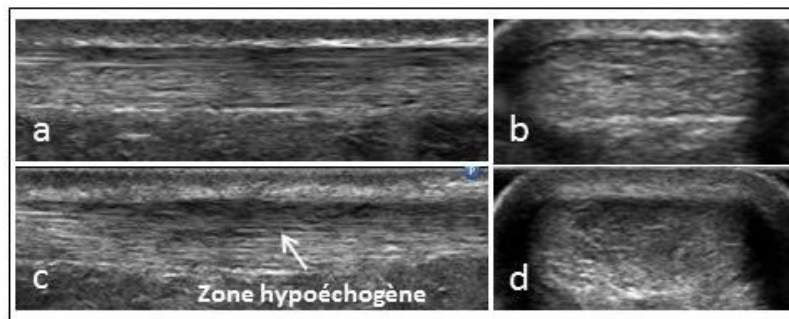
Images ultrasonographiques du TA. (a) Image en vue longitudinale d'un TA sain; (b) image en vue transversale d'un TA sain; (c) image en vue longitudinale d'un TA pathologique, sur laquelle on note un épaississement focal et une région hypoéchogène ; (d) image en vue transversale d'un TA pathologique, sur laquelle on note un épaississement focal et une région hypoéchogène.
